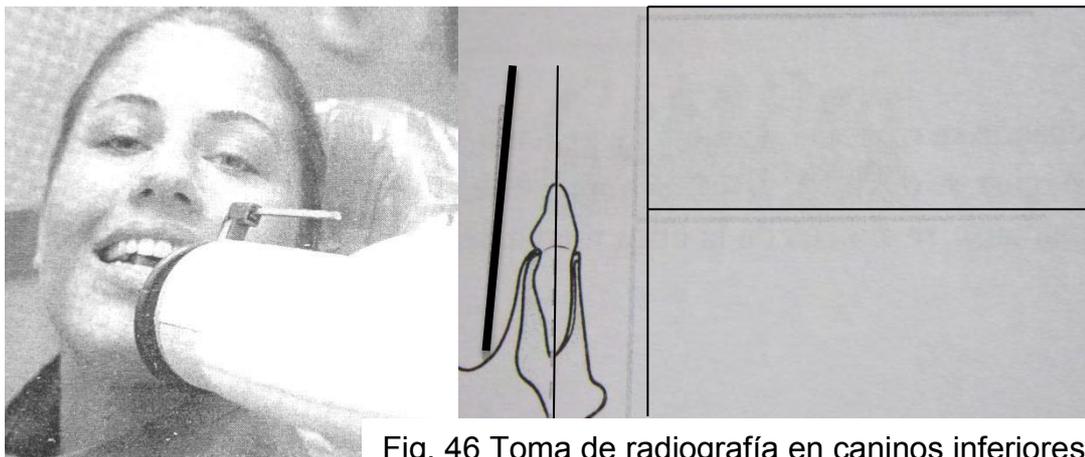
Toma de radiografía en caninos inferiores.
